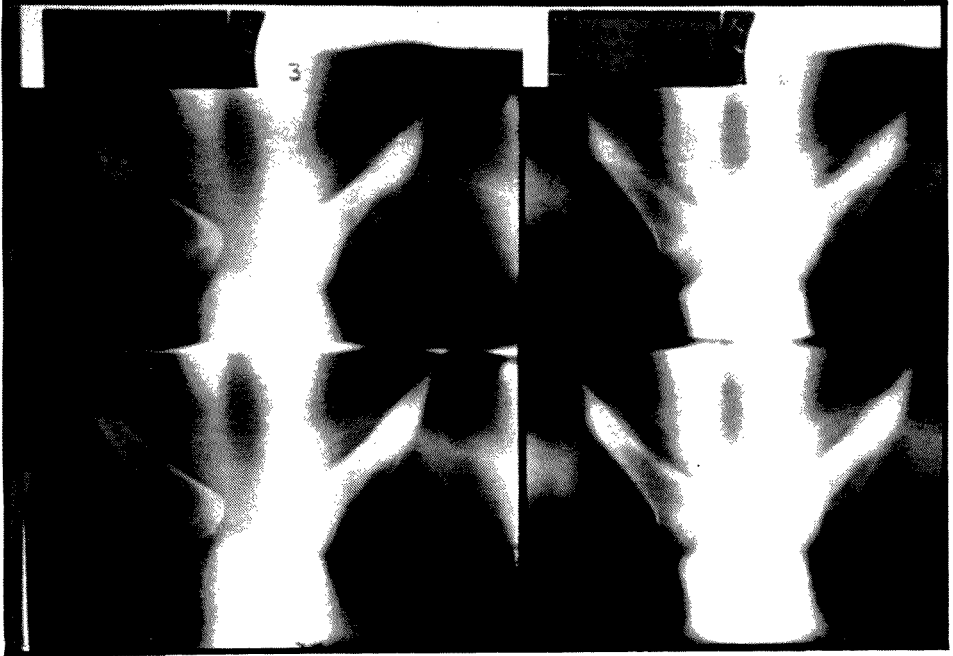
Tomografia das articulações esterno-claviculares: isuflação da metade interna da clavícula esquerda com osteocondensação não homogênea, imagens osteolíticas com reacção periosteal (caso 2).
